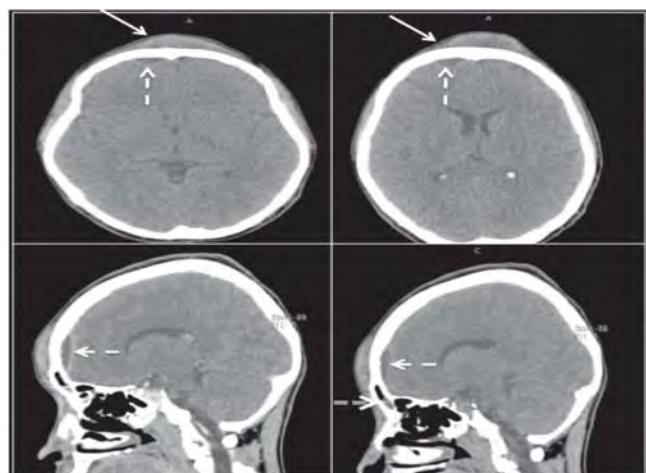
TAC de cráneo: absceso subgaleal (flecha sólida), empiema epidural frontal derecho (flecha discontinua), ocupación del seno frontal (flecha doble).
